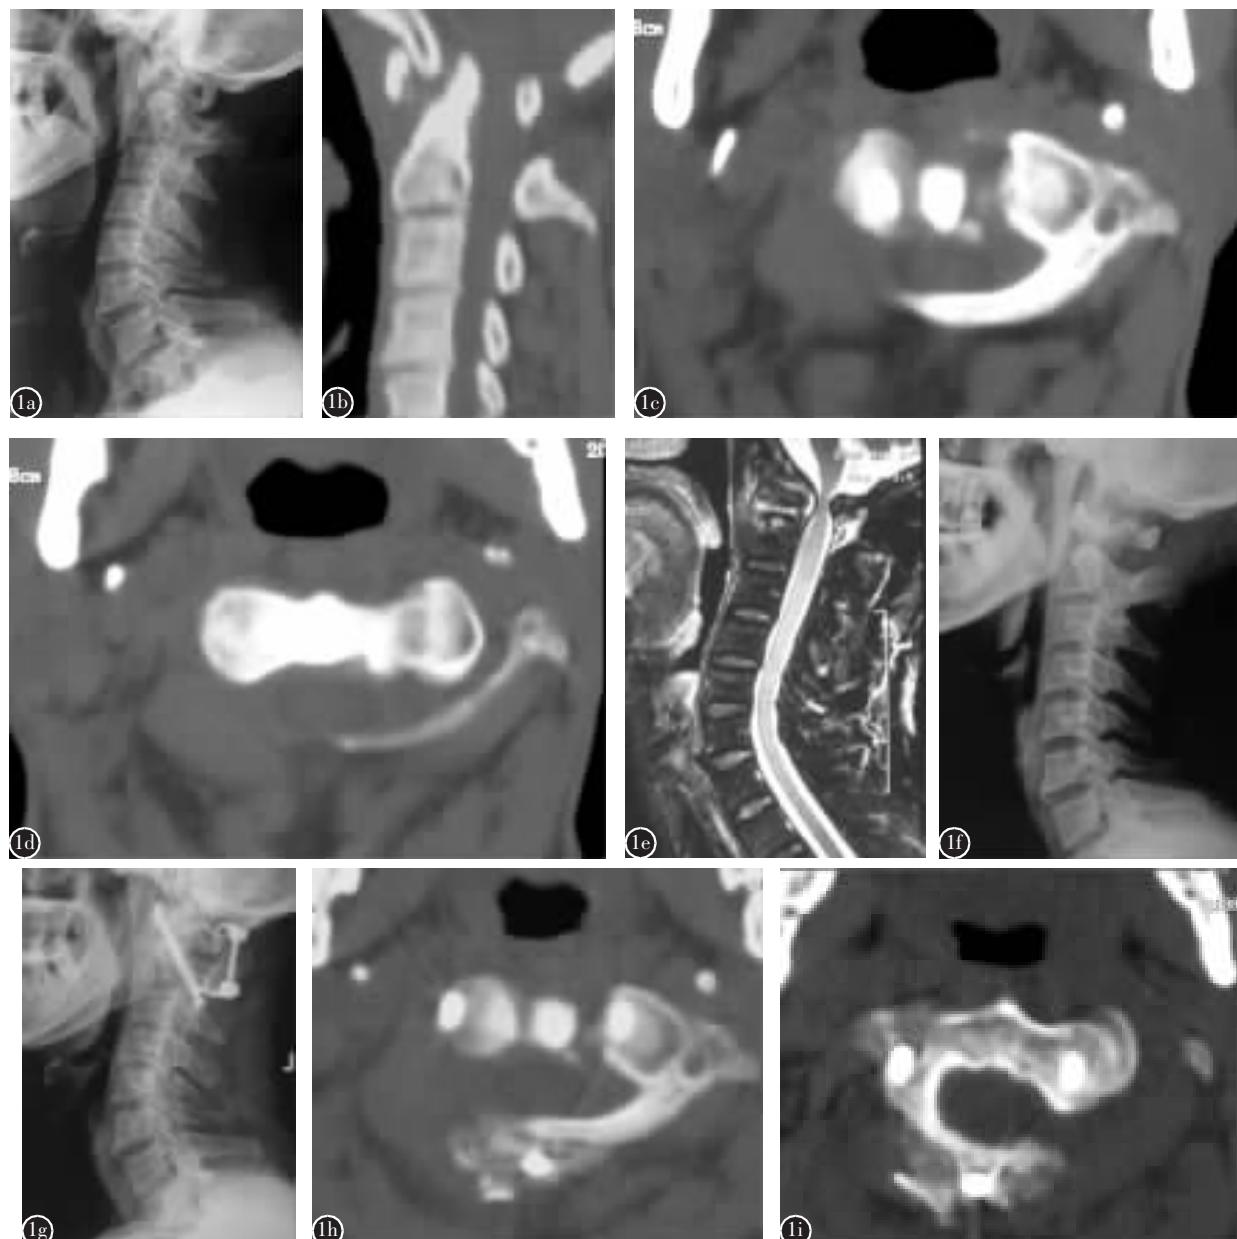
患者男,58岁,陈旧外伤性寰枢椎脱位 a-d 治疗前颈椎 X 线片、CT 矢状位重建和 CT 平扫示寰枢椎脱位 e 治疗前颈椎 MRI 示寰枢椎脱位合并脊髓明显受压 f 6kg 颅骨牵引 5d 后颈椎 X 线侧位片示寰枢椎脱位得到复位 g-i Magerl 技术联合单侧 Vertex 椎板夹固定融合术后 6 个月颈椎侧位 X 线片和 CT 平扫示内固定无松动,寰枢椎位置良好,植骨已融合
